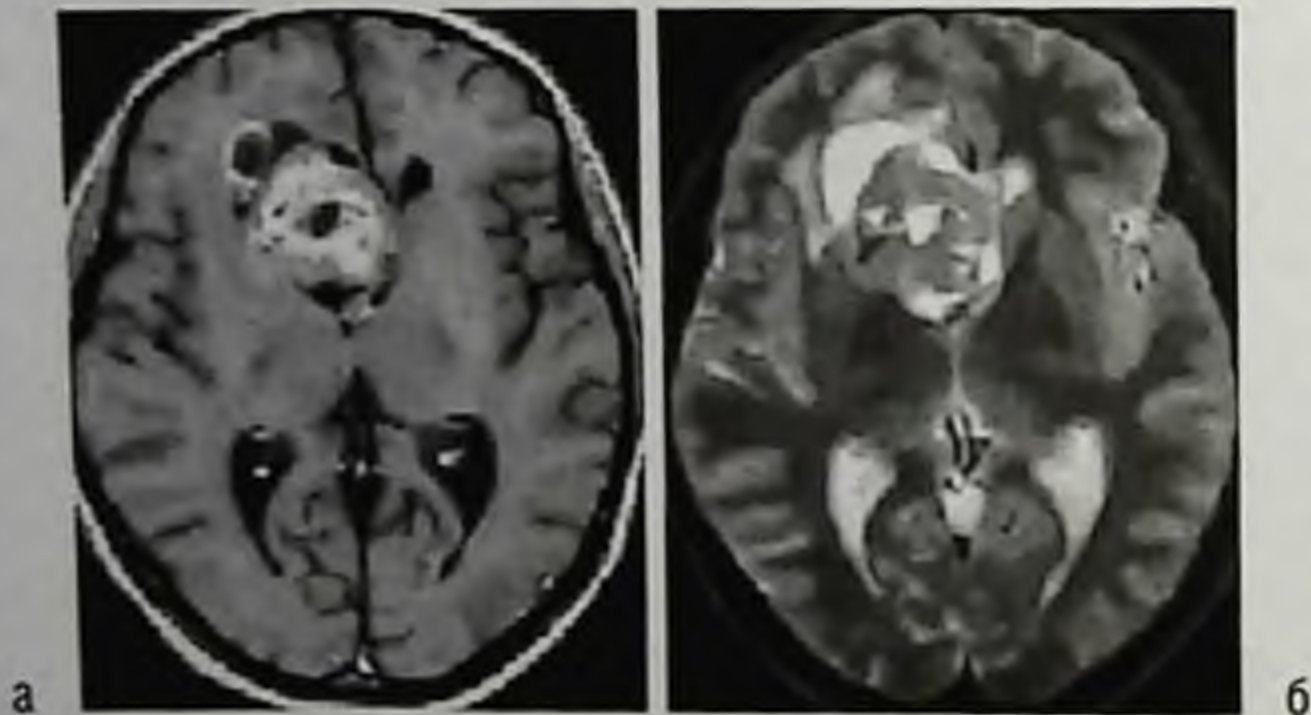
Эпендимома переднего рога правого бокового желудочка. Магнитно-резонансная томограмма: а — режим T1 с контрастным усилением; б — T2-взвешенное изображение
